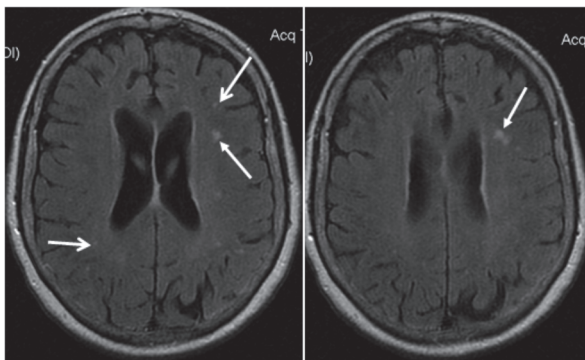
Аксиальные МРТ-томограммы больной Т. в последовательности T2 FLAIR (16.04.2014). Множественные сосудистые очаги в белом веществе лобных и теменных долей; субатрофическая наружно-внутренняя гидроцефалия.
